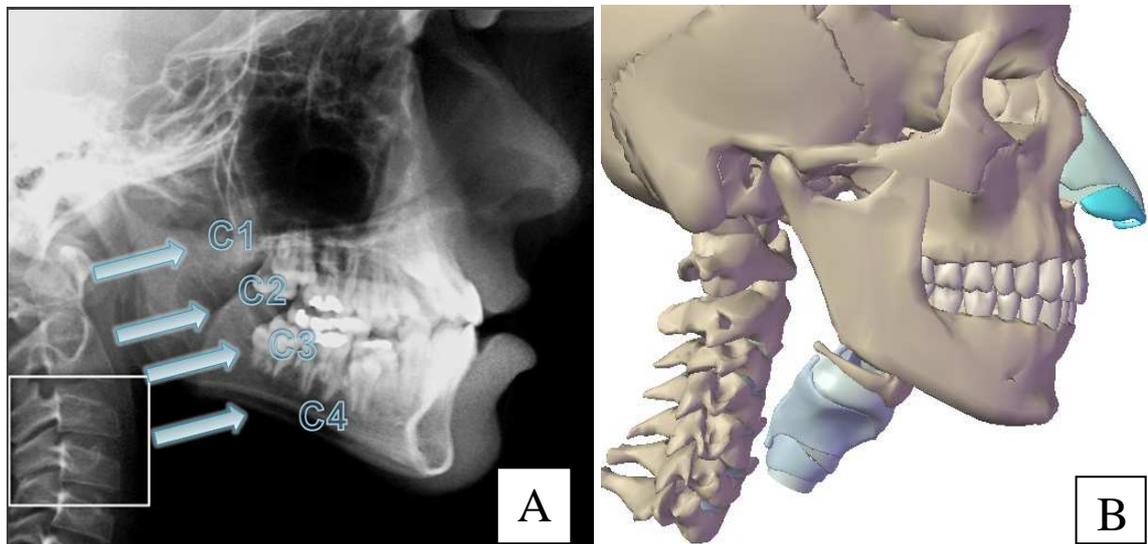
A – Telerradiografia lateral.
